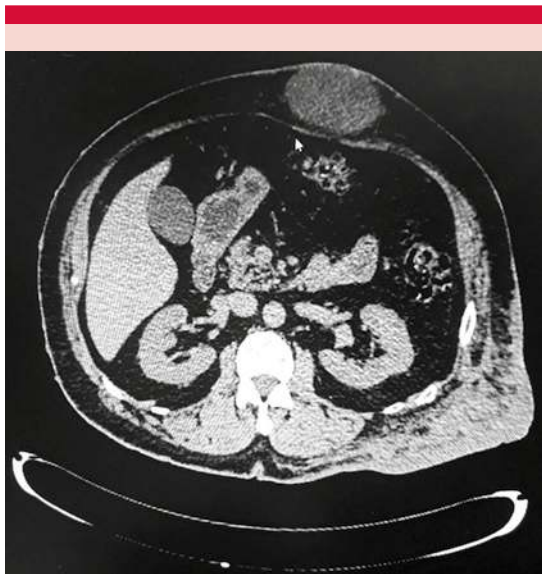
Tomografía axial computada de abdomen que muestra una tumoración adherida a la pared abdominal y diversos neurofibromas a su alrededor.
